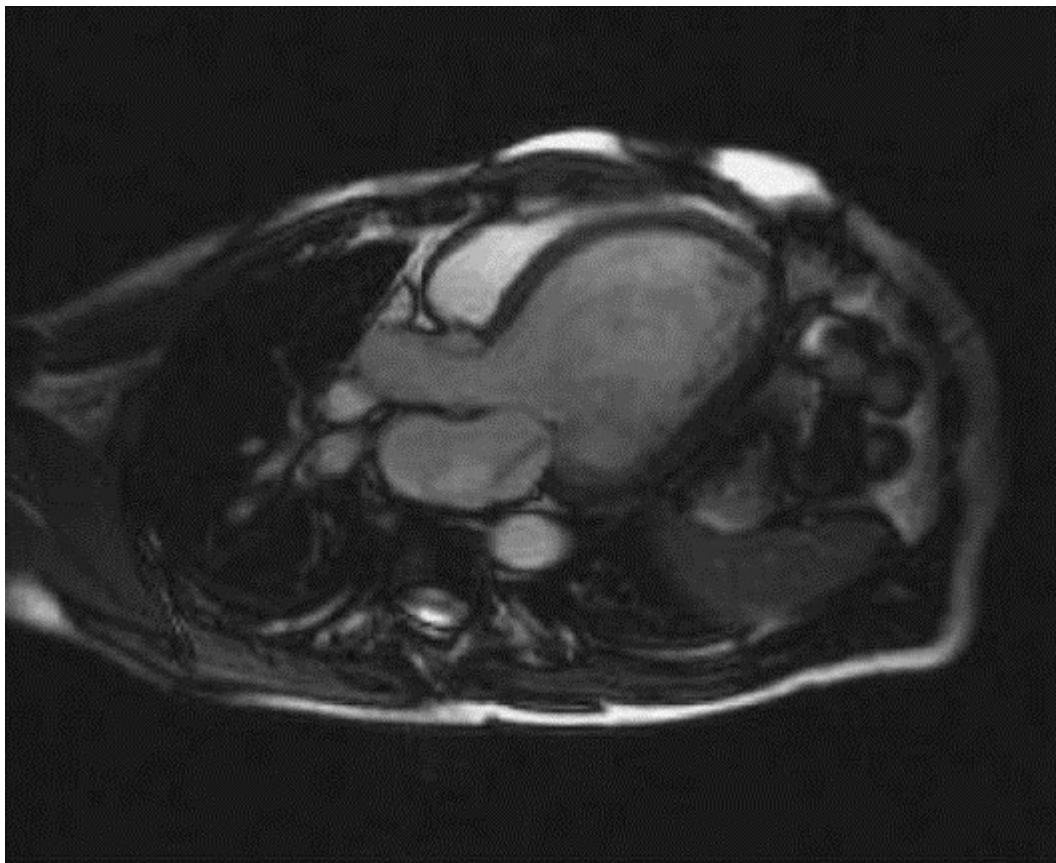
Магнитно-резонансная томография пациента с дилатационной кардиомиопатией: горизонтальное сечение дилатированного ЛЖ со струей митральной регургитации вследствие митральной недостаточности.
